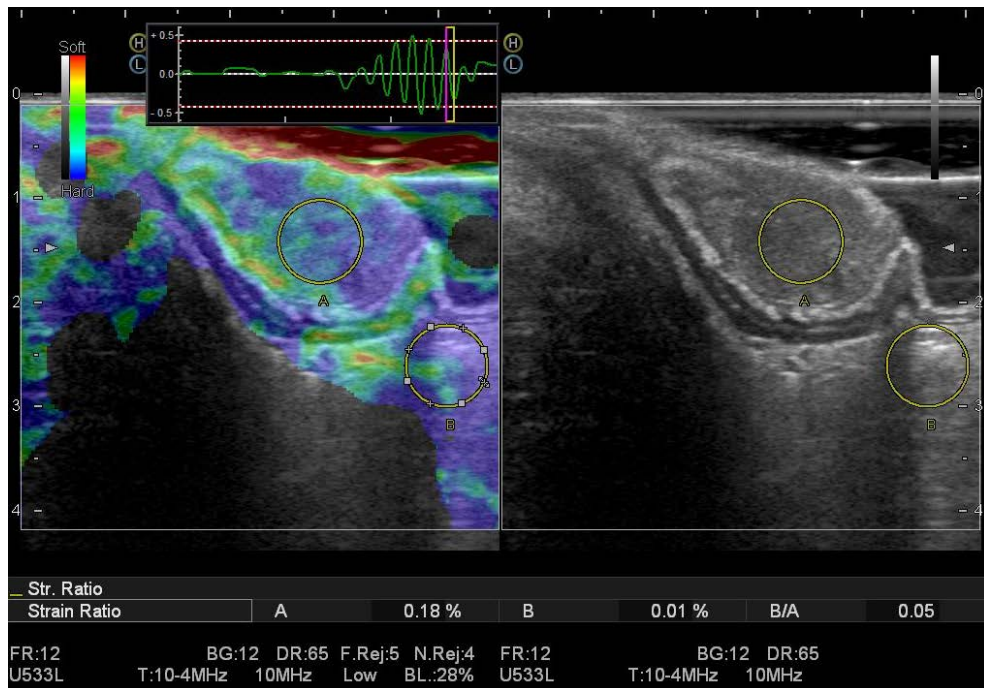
ЭРУЗИ + соноэластограмма. Ворсинчатая опухоль представлена преимущественно плотными тканями, преобладают участки синего и зеленого цвета. Пациент Р., №И/Б2166-2012
